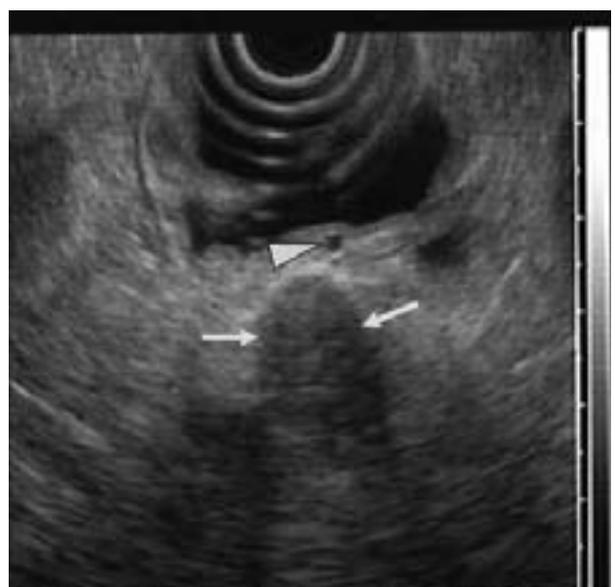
EUS: 粘膜下に境界不明瞭な低エコー領域(矢印)と粘膜層に血管と思われる脈管構造(矢頭)を認めたが深達度は確定できない。
